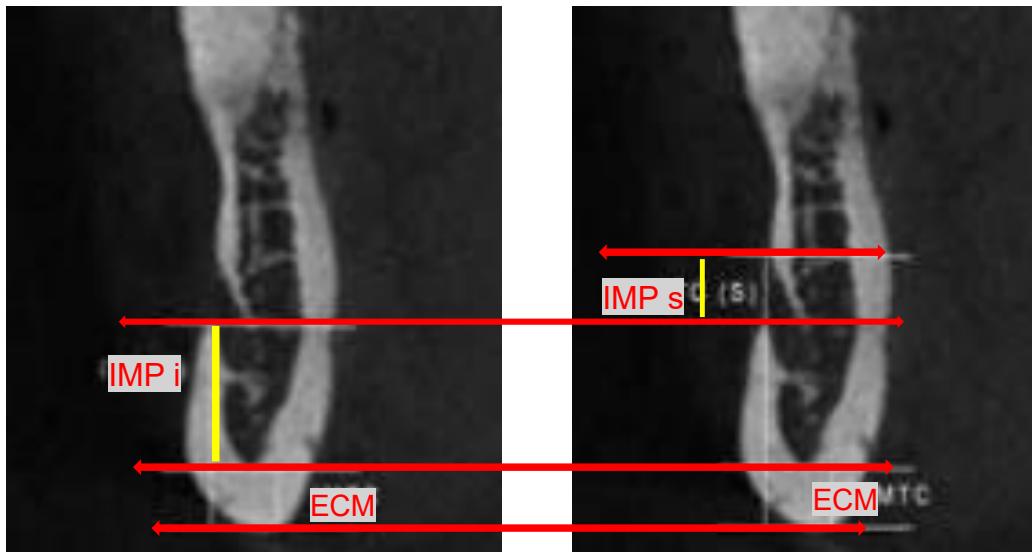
Orthopantomograph™ OP300, with a Field of View (FOV) of 61×48 mm, using 90 kV, 10 mA for 13 seconds, exposing the sample to 1062 mGycm^2 and generating 300 images.
